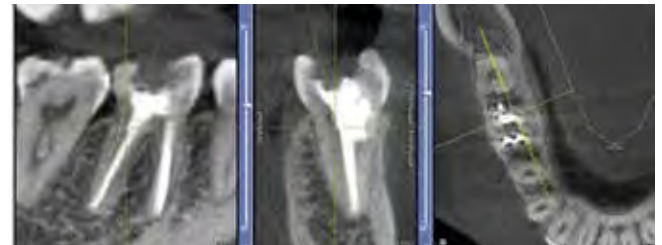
Компьютерная томограмма «Morita» через 24 месяцев после завершения лечения
